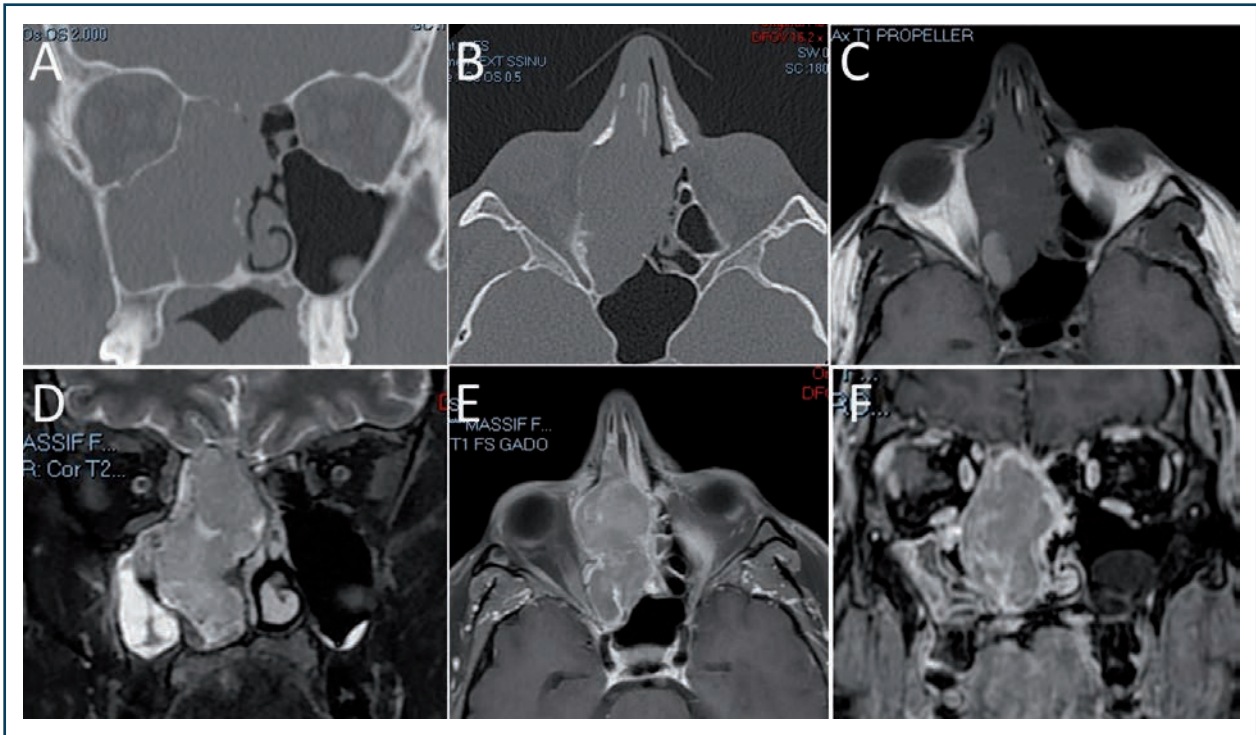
Carcinome indifférencié naso-sinusien ethmoïdal droit chez un homme de 40 ans souffrant d'obstruction nasale et d'épistaxis récidivants depuis trois mois. (A,B) Le scanner en fenêtre osseuse retrouve une disparition partielle de la base du crâne et de la partie supérieure du septum nasal, (C-F) l'IRM pondérée en T1 (C), T2 (D) et T1 injecté (E,F).
